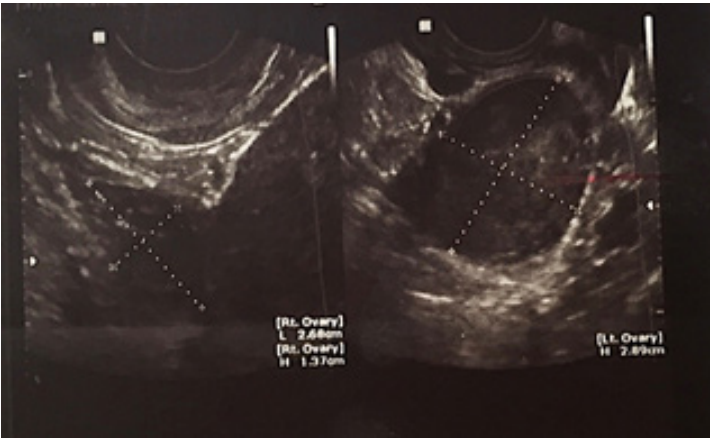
3.0*4.3cm sized, round shaped, well-surrounded solid mass in the left ovary by vaginal ultrasound
